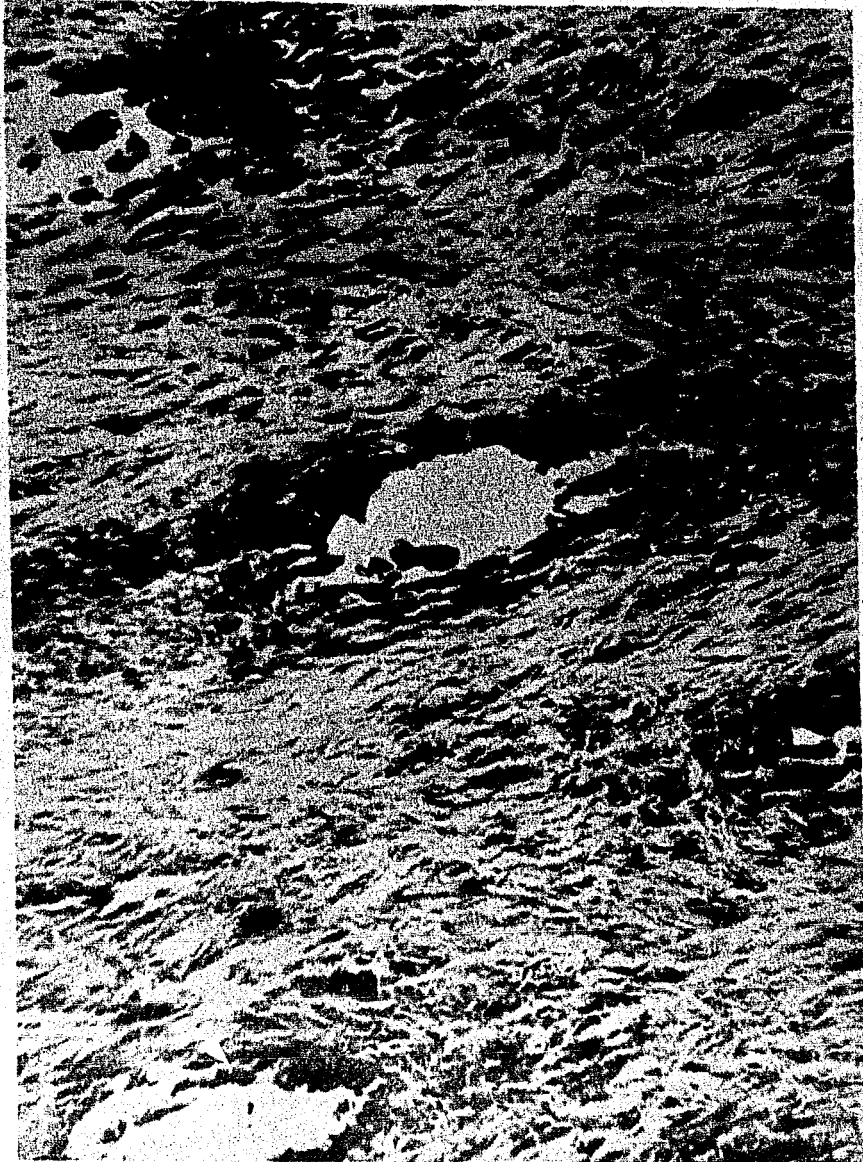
Una microradiografía electrónica de la región subsuperficial --- muestra que el lumen de un túbulo dentinario está obstruido por depósitos minerales y que estos depósitos parecen continuarse con la matriz circundante.
